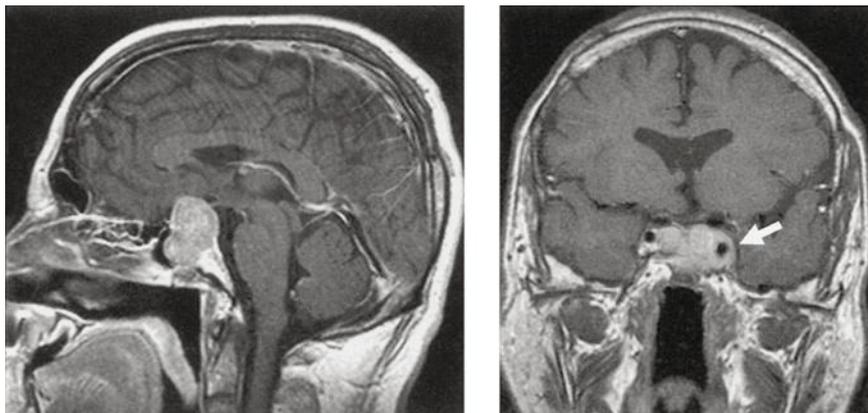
MRT-Bilder eines Hypophysenadenoms (Pfeil)
